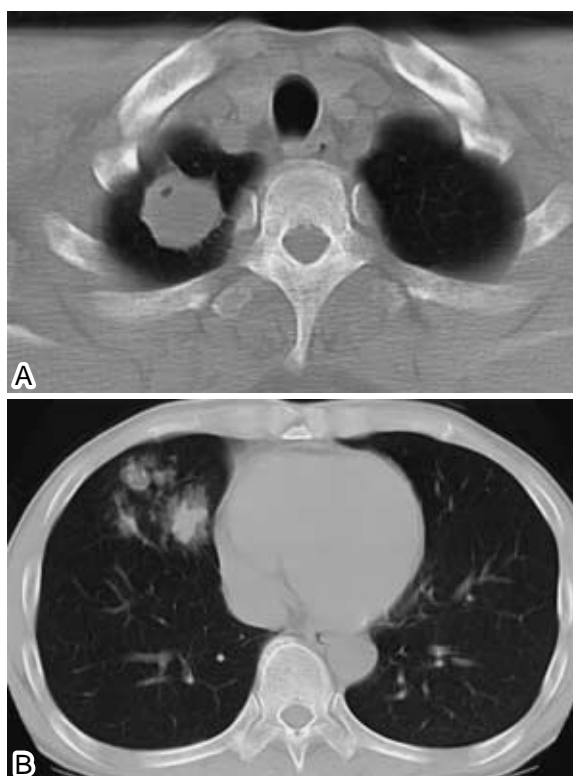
Chest CT scan on the first admission showed some nodules in the right upper (A) and middle (B) lobes.
